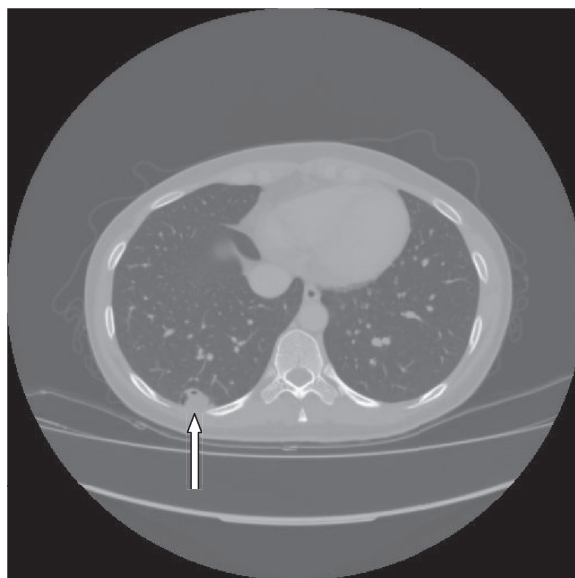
КТ органів грудної порожнини. В S10 округле утворення з деструкцією.
